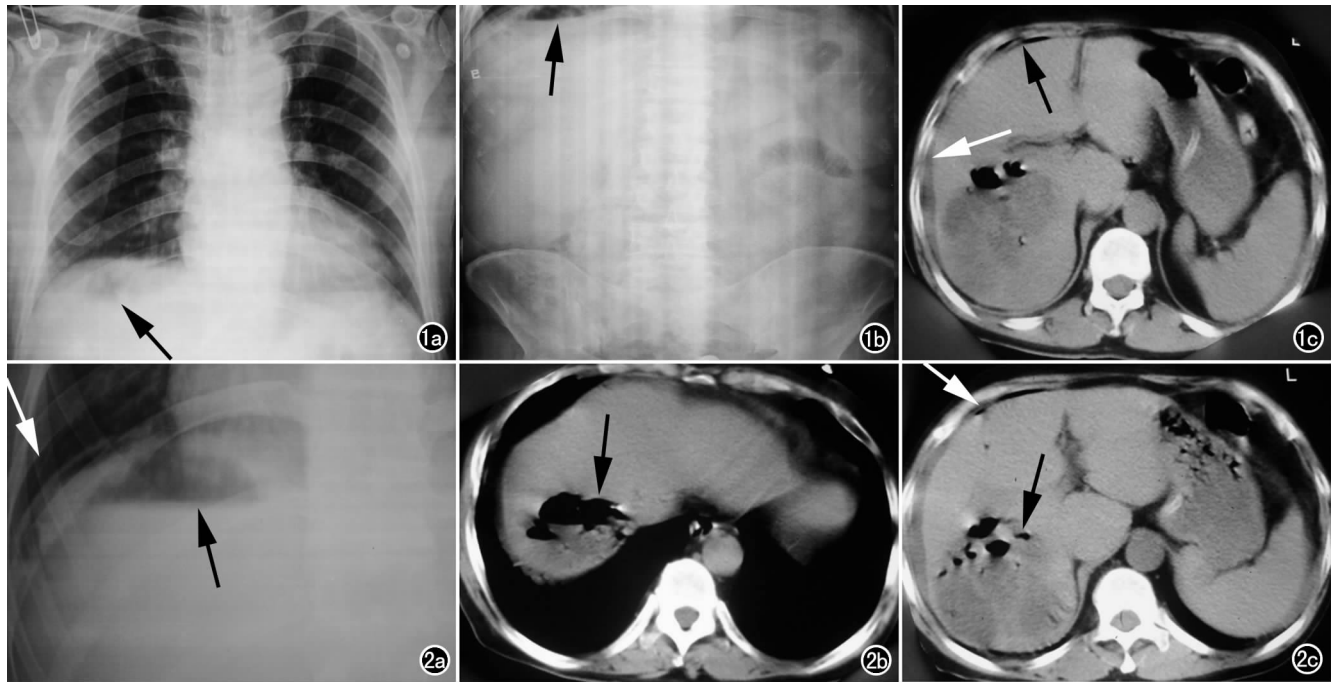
膈下见气体(箭)。a) 立位胸片示右侧膈下肝区气体后复查; b) 立位腹部片示气液平(箭), 见膈下游离气体(箭); c) CT 平扫示肝右叶前缘与腹壁间二新月形游离气体(黑箭), 肝缘腹膜腔积液(白箭)。图 2 a) 透视立位点片示膈下长气液平(黑箭), 少量新月形游离气体(白箭); b) CT 平扫示肝右叶顶部见巨大气液平(箭); c) CT 平扫示肝右叶前缘新月形游离气体, 肝脾周缘积液(白箭头), 肝右叶多个液性低密度和多个气体密度影(黑箭)。
